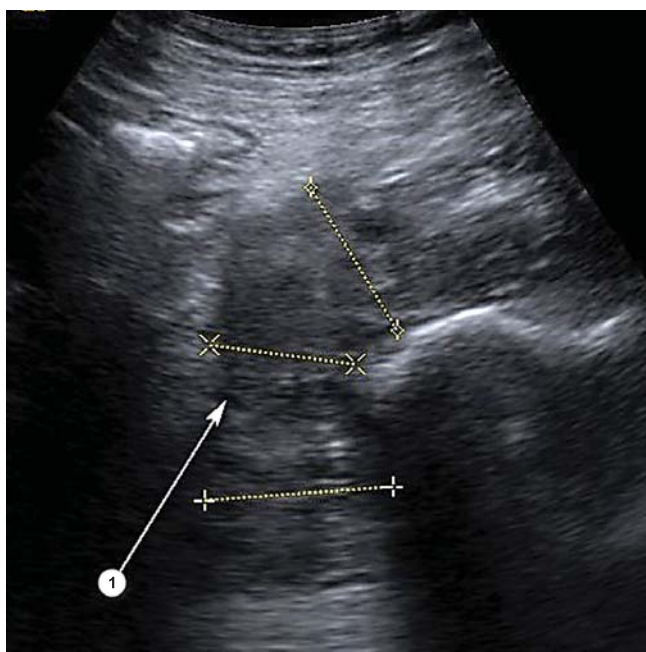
Ультразвуковая томограмма пациентки с диагнозом локорегионарный рецидив рака шейки матки: 1. Распространение опухоли в обтураторную область с сосудов с муфтообразным охватом внутренних и частично наружных подвздошных инфильтрацией в паравезикальную клетчатку
